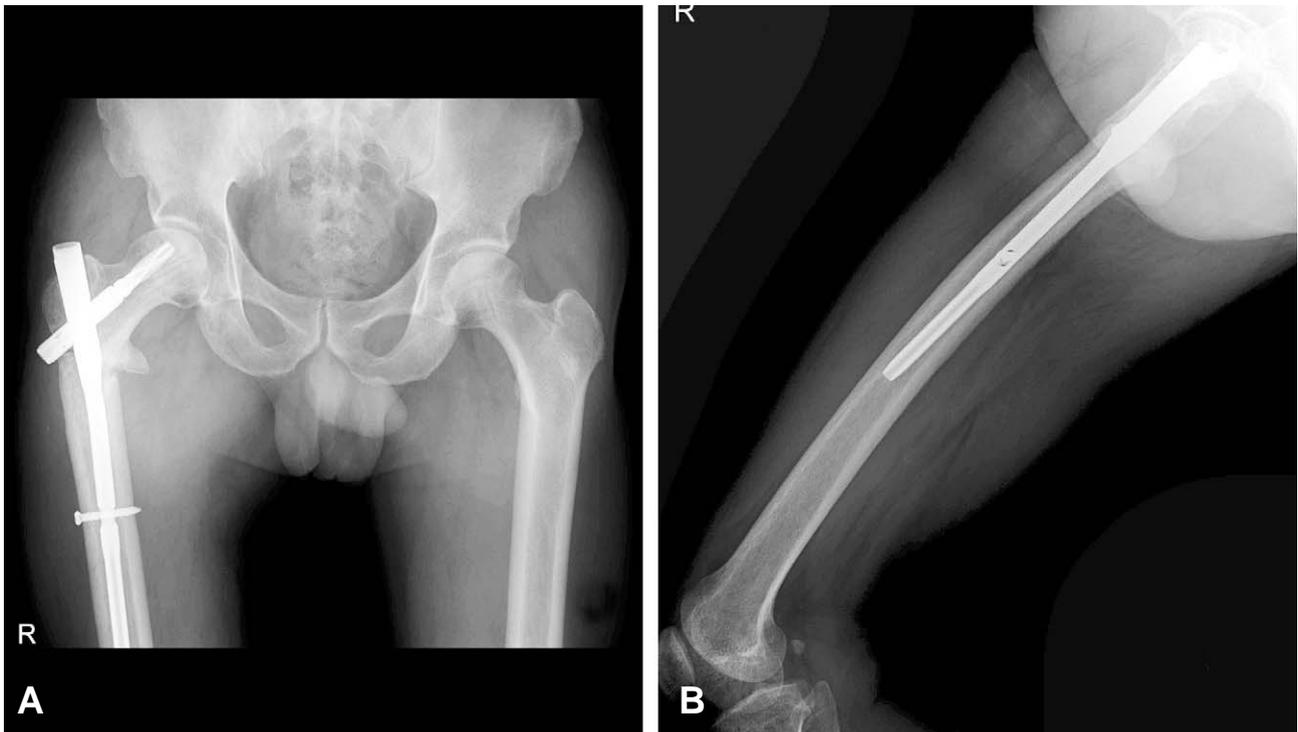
Plain radiograph after 1 year of operation shows reduction status periosteal callus formation at fracture site and also fracture line is almost obliterated.
